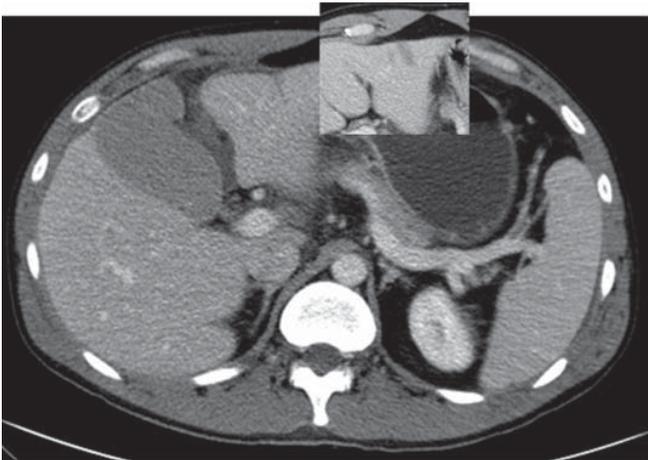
En el nuevo TAC control, se aprecia la laceración hepática mejor delimitada (con respecto al TAC del ingreso). Se observa también líquido hipodenso perivesicular.
